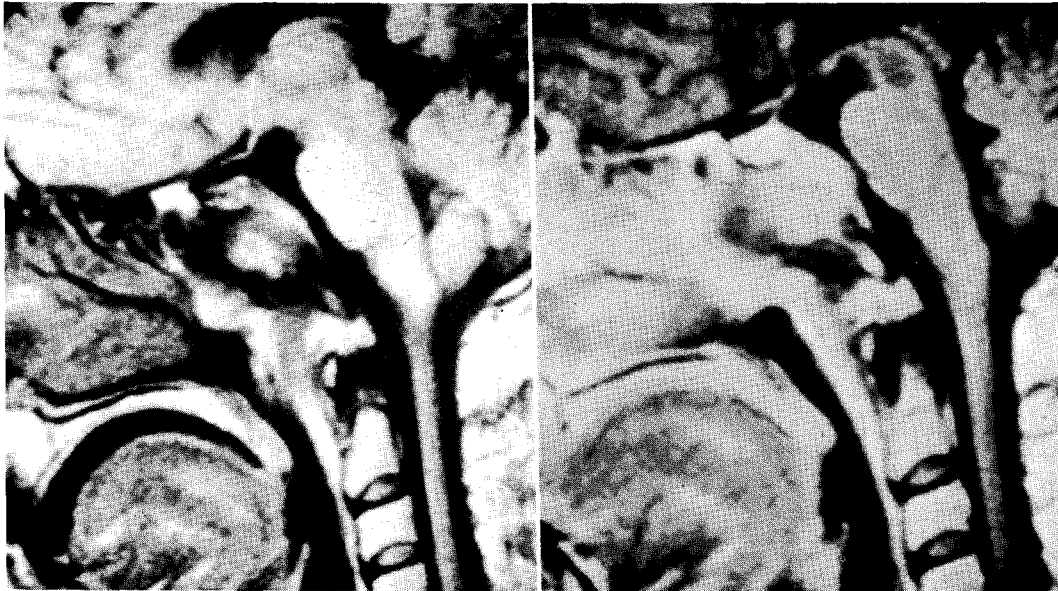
Skull base invasion in nasopharynx cancer. Normal signal intensity of the clivus is replaced by intermediate signal on pre-contrast T1-weighted sagittal image(a), and this area is enhanced including the retroclival dura on post-contrast image(b).
